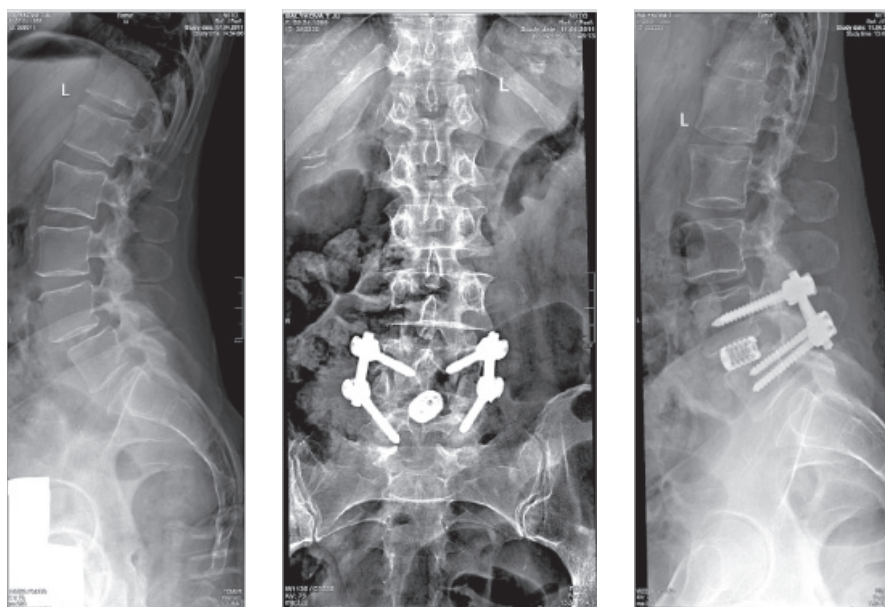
Рентгенограммы пациента Б., 57 лет, до и спустя 6 мес. после хирургического лечения дегенеративного спондилолистеза L4 без установки динамического имплантата DIAM
